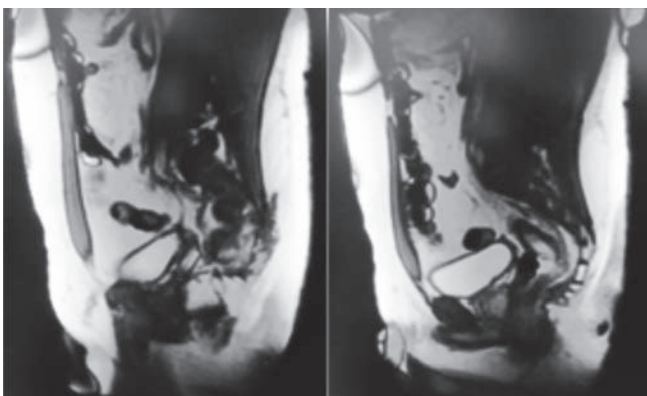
Resonancia magnética. Fistula del recto al glúteo.
